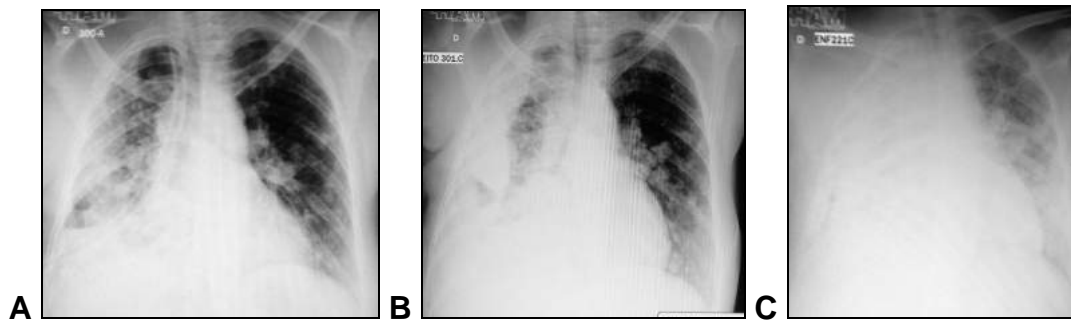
Radiografias de tórax da paciente de número 54. A: radiografia inicial; B: radiografia após 30 dias da pleurodese
